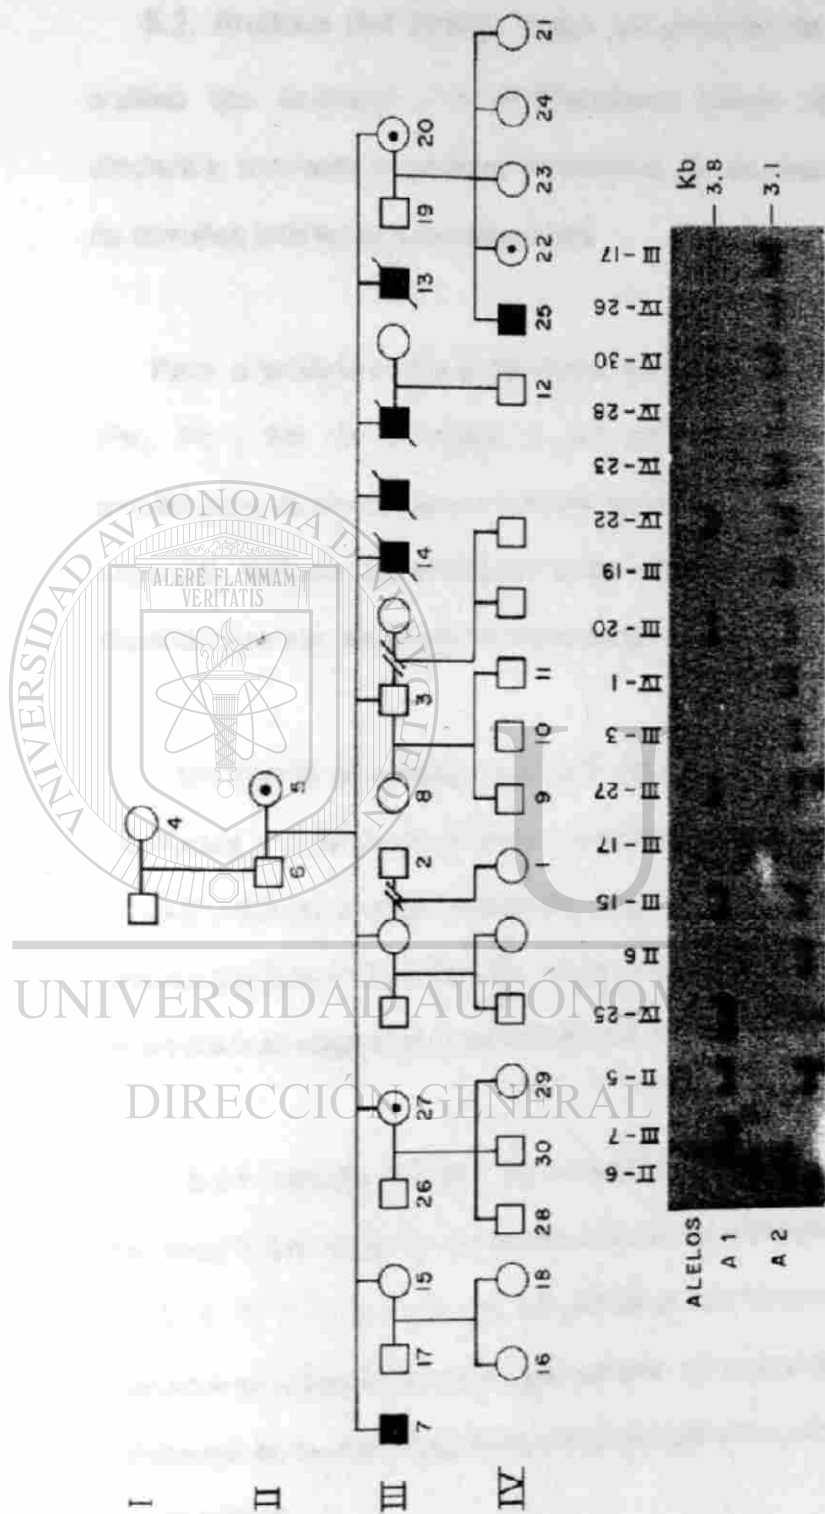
Autorradiografía de la familia CDLX-2. Resultado del análisis tipo Southern con la sonda XJ1.1. Se observa que el alelo mayor de 3.8 Kb segrega con la enfermedad.
